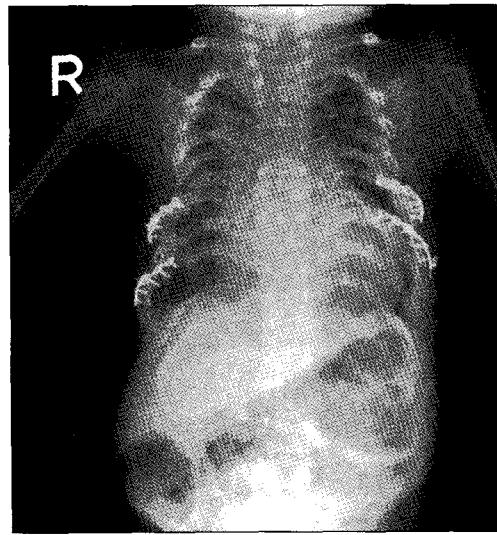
Simple chest X-ray after reimplantation of fractured left side titanium plate.
